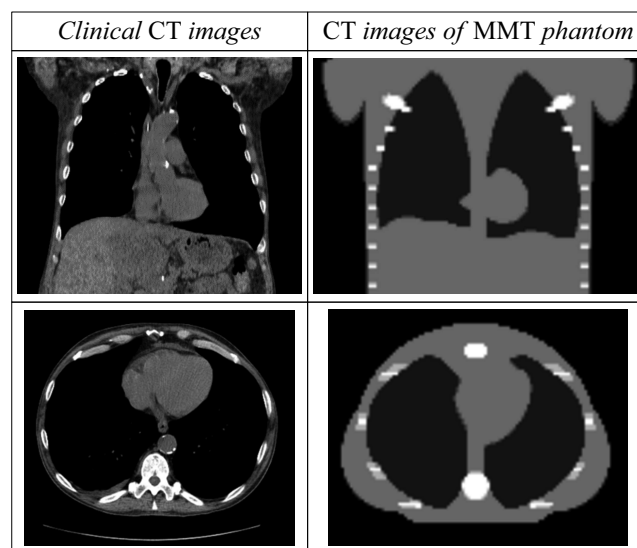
Сравнение „КТ срезов“ фантома ММТ с клиническими данными.
